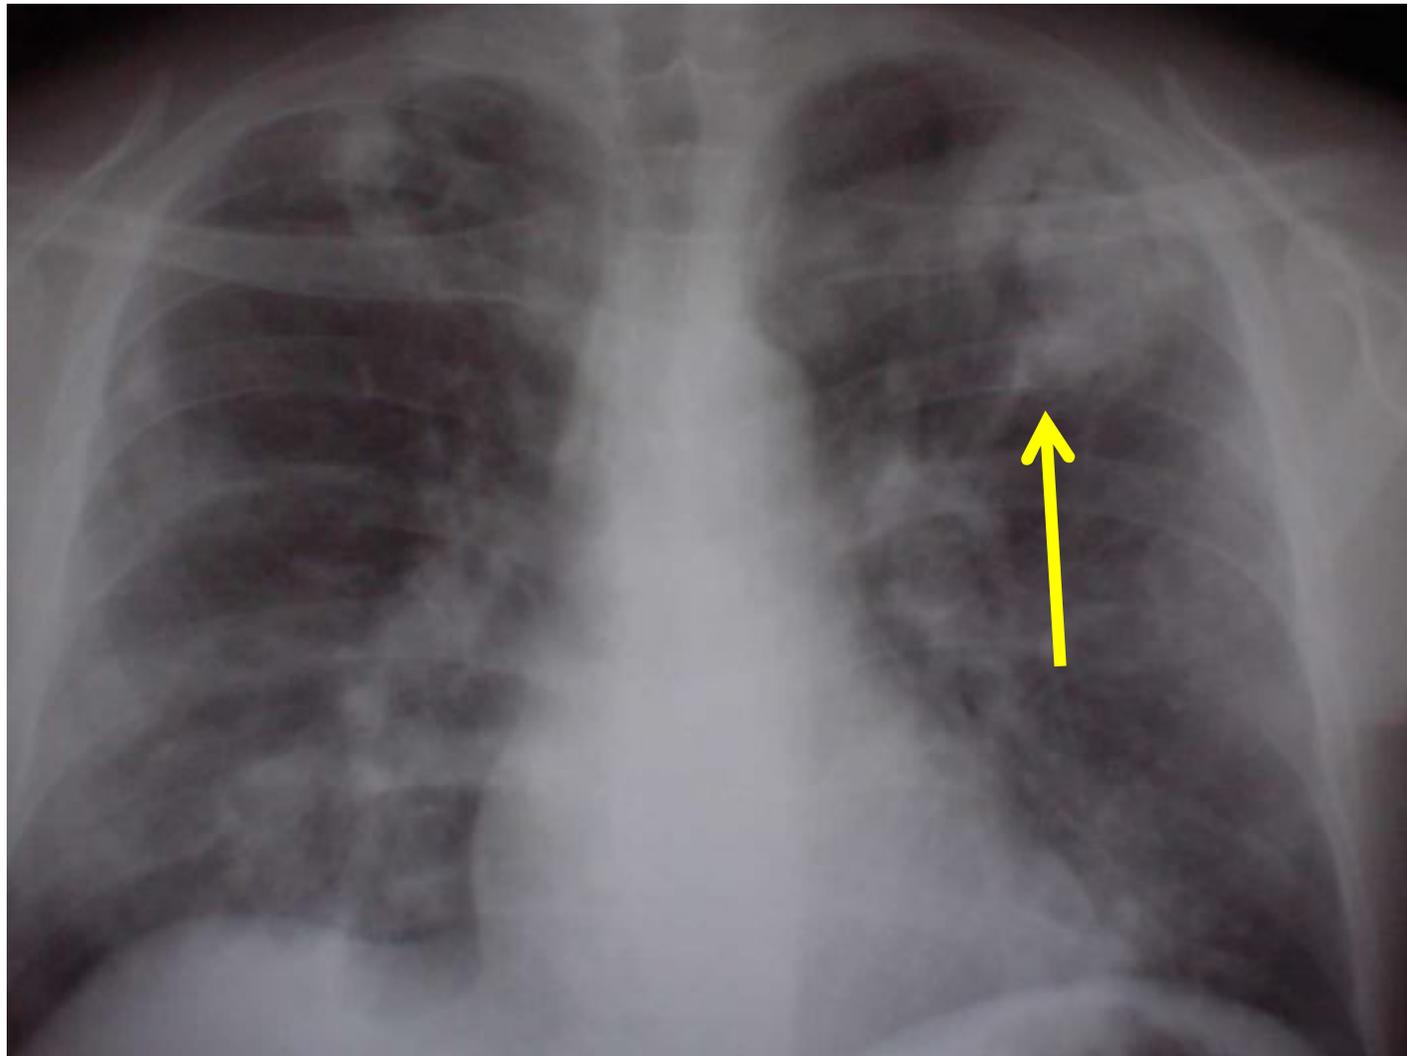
Chest radiograph showing diffuse pulmonary infiltrates of invasive pulmonary aspergillosis.
